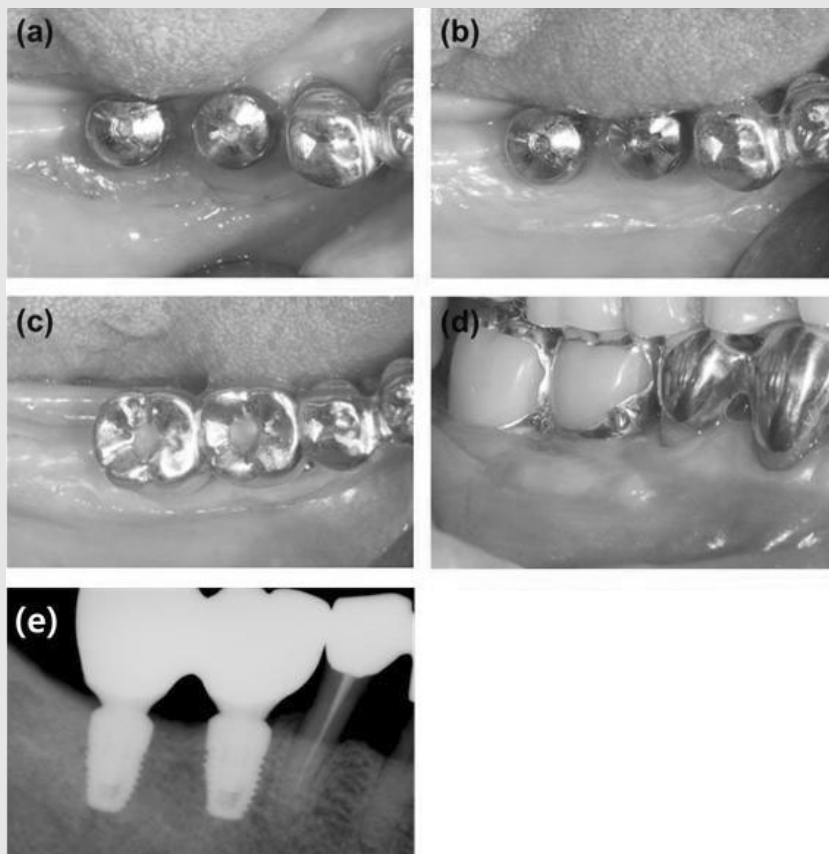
Clinical photographs during follow up period: Case 2. (a) Occlusal view. Stitch out. (b) 2 months post-operative view. (c-d) 10 months post-operative occlusal and lateral view (Prosthesis was connected). (e) Post-prosthetic treatment periapical view.
